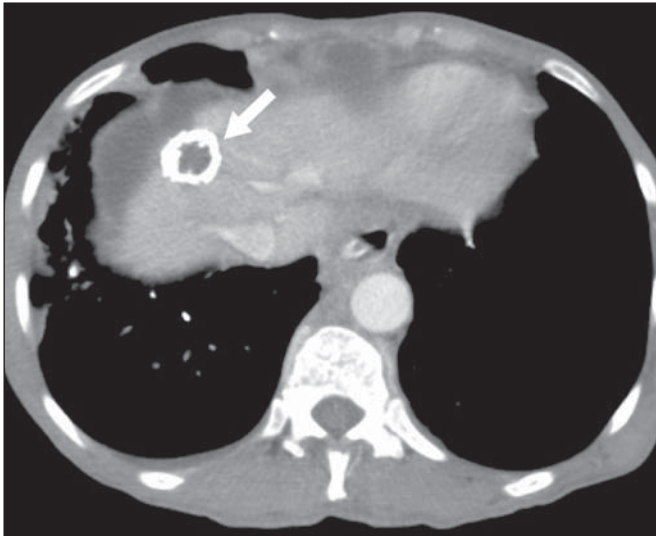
Síndrome de *blue rubber bleb nevus*. TC axial. Nódulo hepático calcificado (seta), provável hemangioma.
